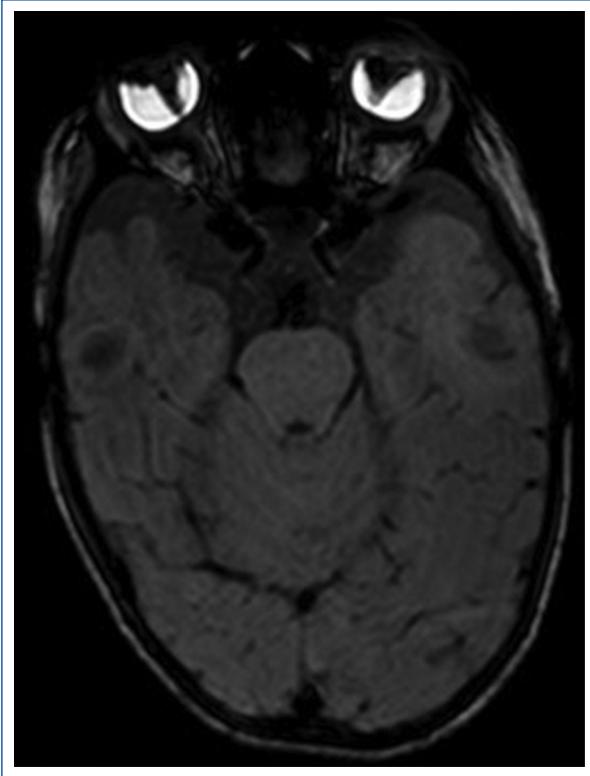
Resonancia magnética nuclear, en derivación T2. Se evidencian opacidades retrolentales de aspecto triangular, cuyo vértice es el nervio óptico.
